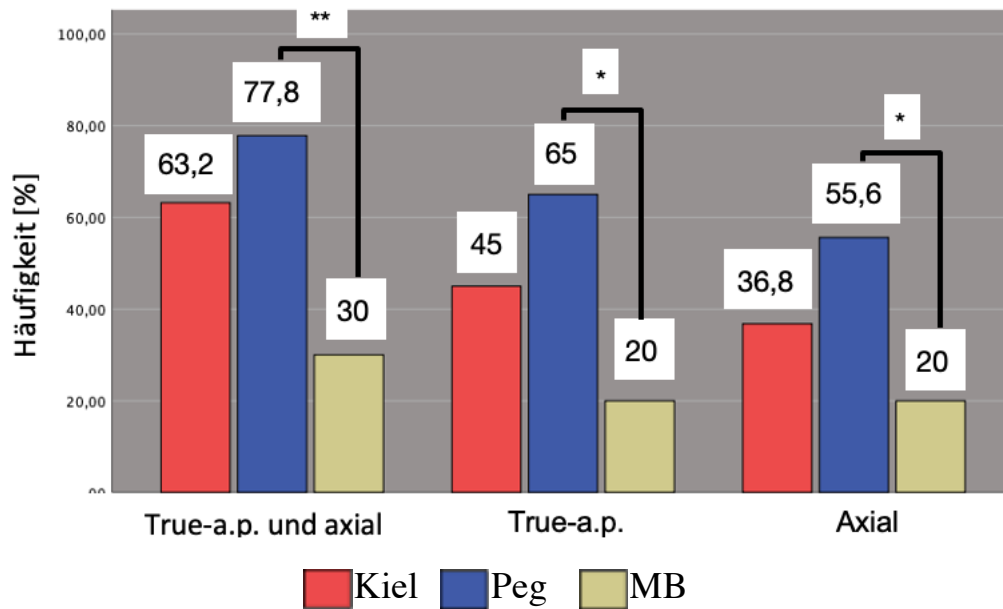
Häufigkeit der RLL insgesamt und pro Röntgenaufnahme im Gruppenvergleich (* entspricht $p<0,05$;  entspricht $p<0,01$)
